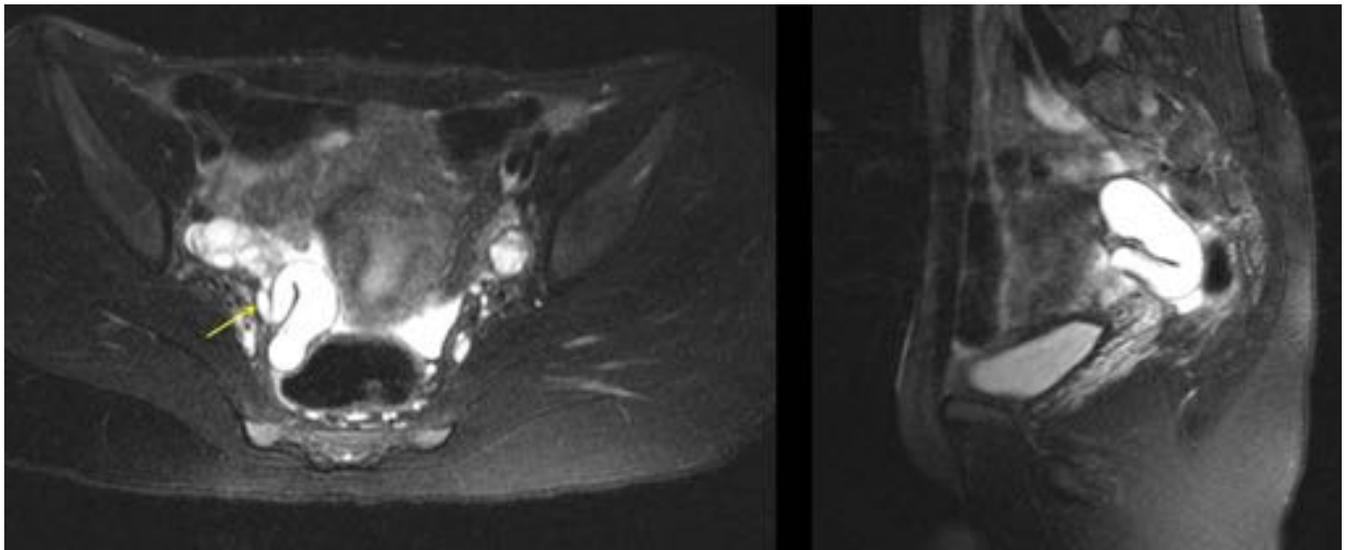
Niña, 15 años con dolor pélvico agudo focalizado en FID. RM con secuencias axial y sagital potenciadas en T2 con saturación grasa. Se visualiza la trompa dilatada y y tortuosa con líquido en su interior (flecha) junto al ovario no significativamente aumentado de tamaño y líquido libre abdominal. Diagnóstico de torsión de trompa aislada.
